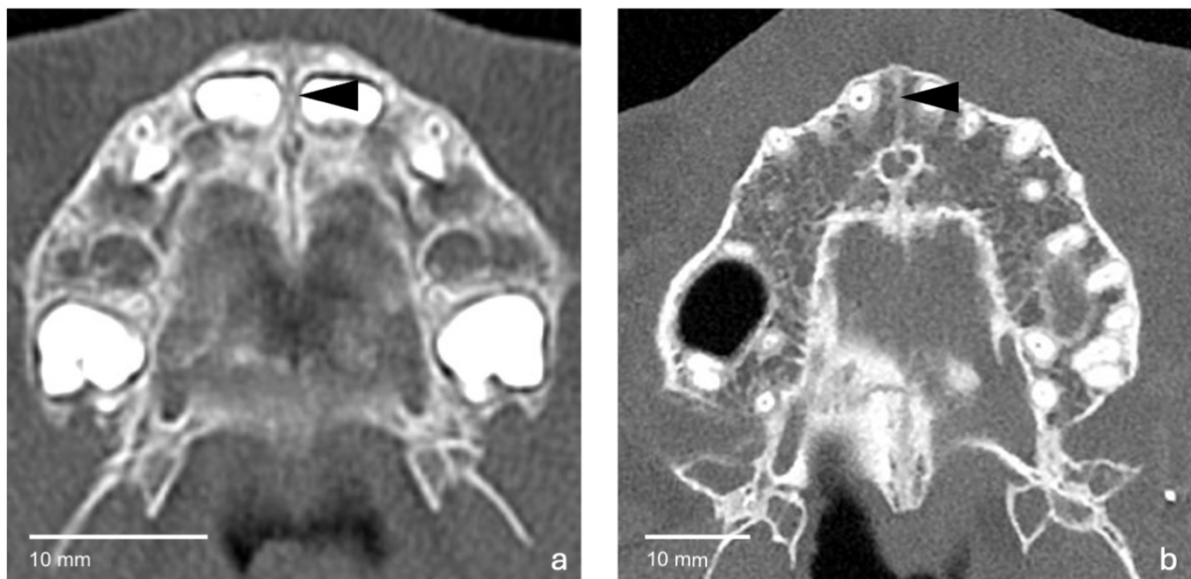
Computertomographische Darstellung des Gaumens eines 3-jährigen Patienten (a) und eines 75-jährigen Patienten (b).
